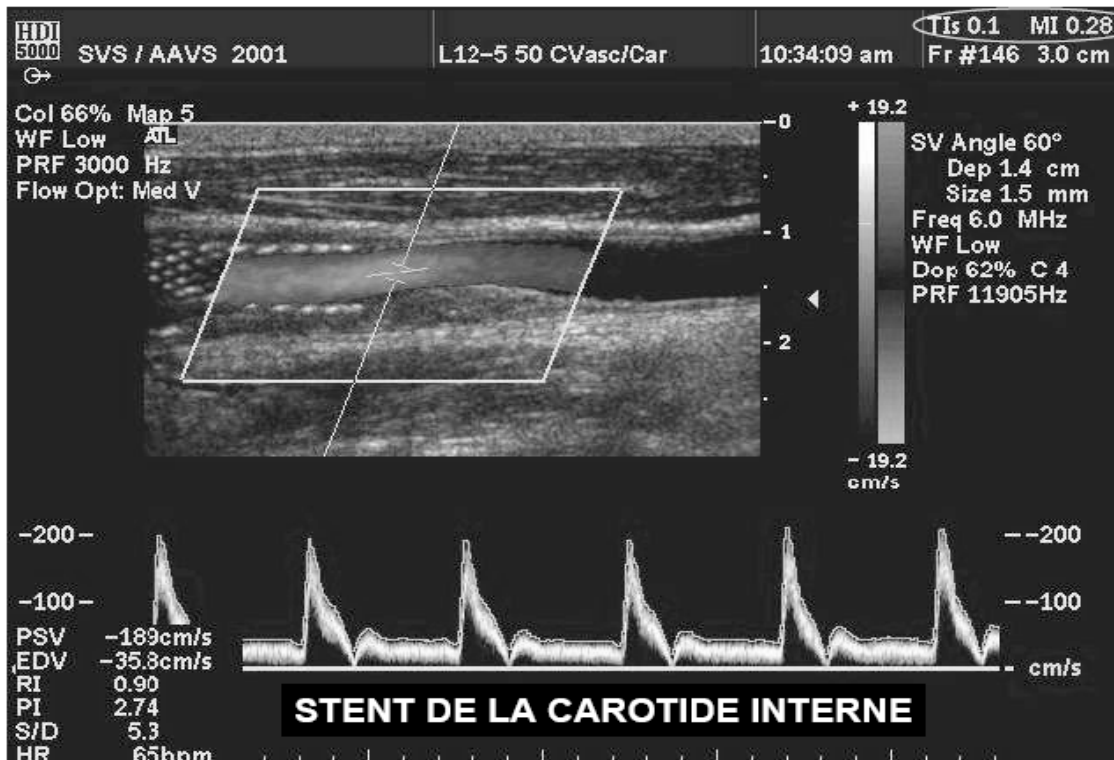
Echographie Doppler avec indice thermique et mécanique encadré [Tra07].
